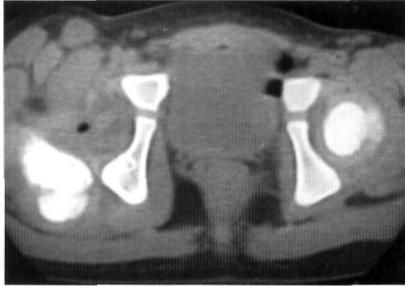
TAC que evidencia la luxación posterior pura de la cadera derecha.
